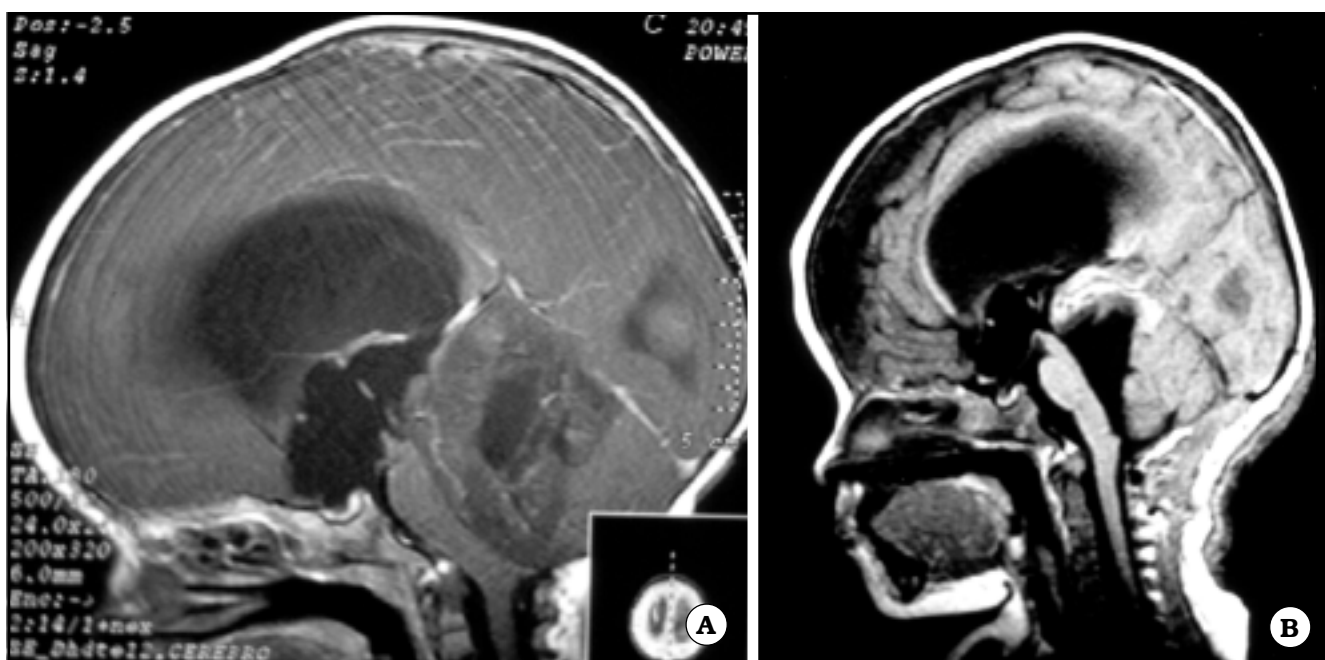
A. IRM sagital que muestra meduloblastoma en el preoperatorio. B. El mismo paciente en el postoperatorio.
